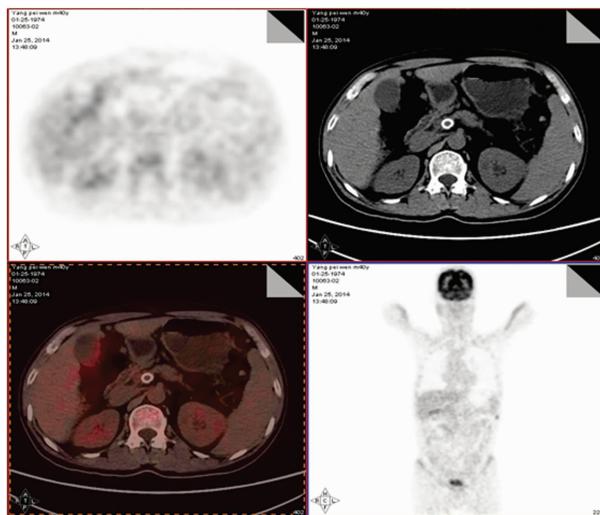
复查 PET-CT(2014 年 1 月 25 日)
